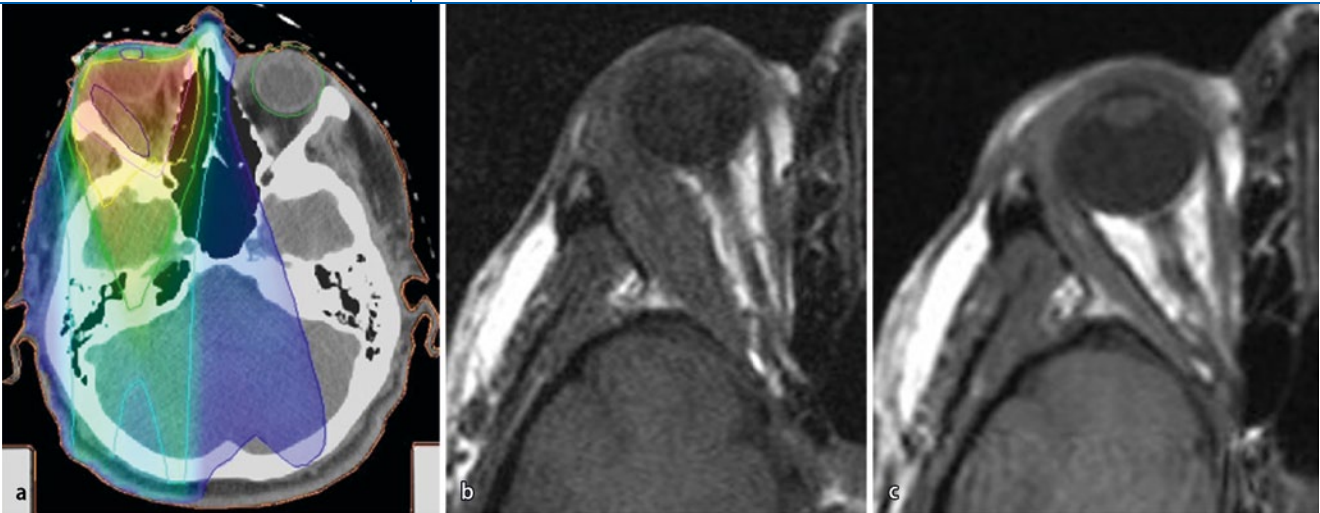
▲ Stereotaktische fraktionierte Bestrahlung eines Orbitallymphoms. a Bestrahlungsplan. Die verschiedenen Isodosen sind farbig markiert. b MRT-Befund vor Bestrahlung. c MRT-Befund nach Bestrahlung
